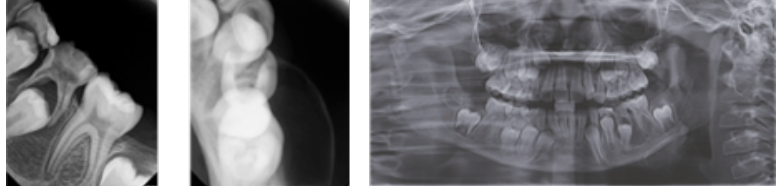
Radiografías de diagnóstico.
